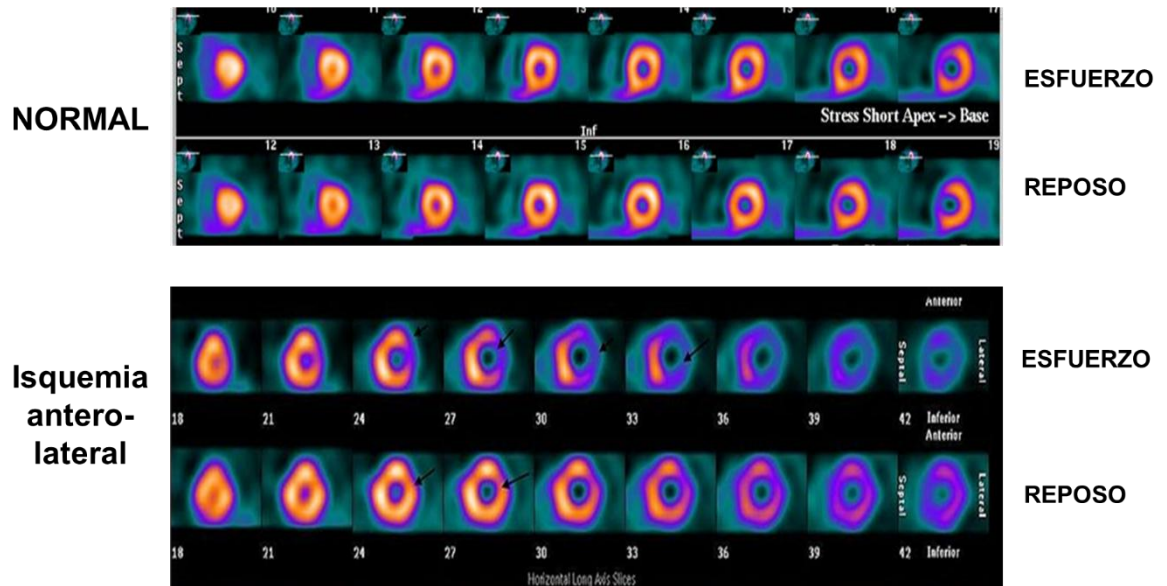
INTERPRETACIÓN DEL SPECT MIOCARDICO: El nivel de captación de captación del radiofármaco va a estar determinado por el aporte sanguíneo de las diferentes caras y segmentos. Una zona hipocaptante o fría se va a evidenciar como una zona azul en sus diferentes tonos y una zona hipercaptante o caliente se verá como una zona naranja-amarilla en sus diferente tonos.
